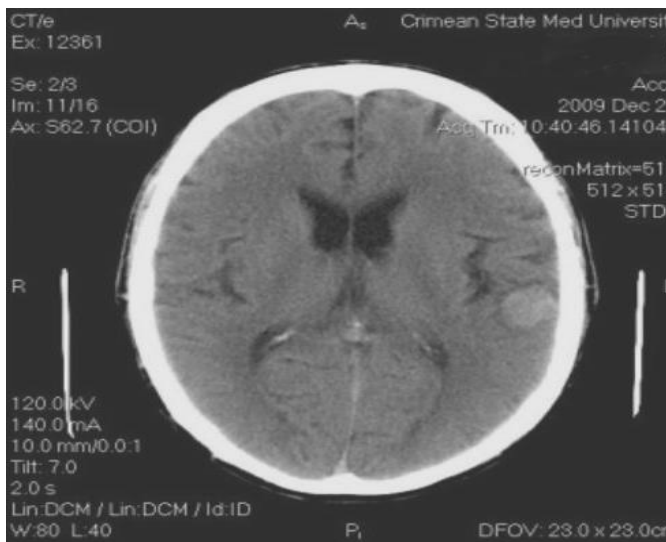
КТ-ознаки менінгіоми у лівій півкулі
